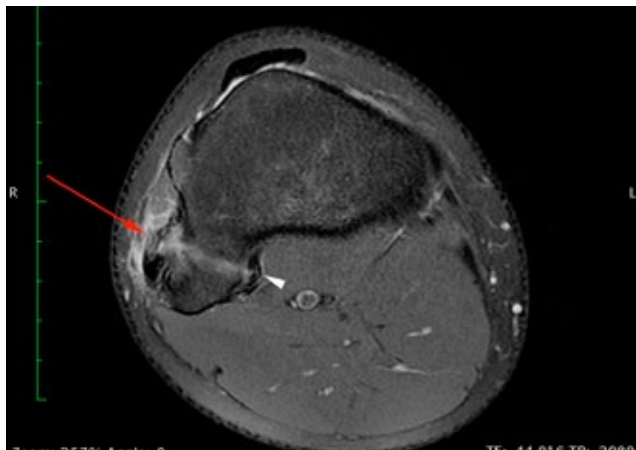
Imagem RM axial em DP FS: Rotura parcial intersticial do ligamento tibioperoneal anterior associada a edema peri-articular (seta vermelha) e distensão do ligamento tibioperoneal posterior (ponta de seta branca).
